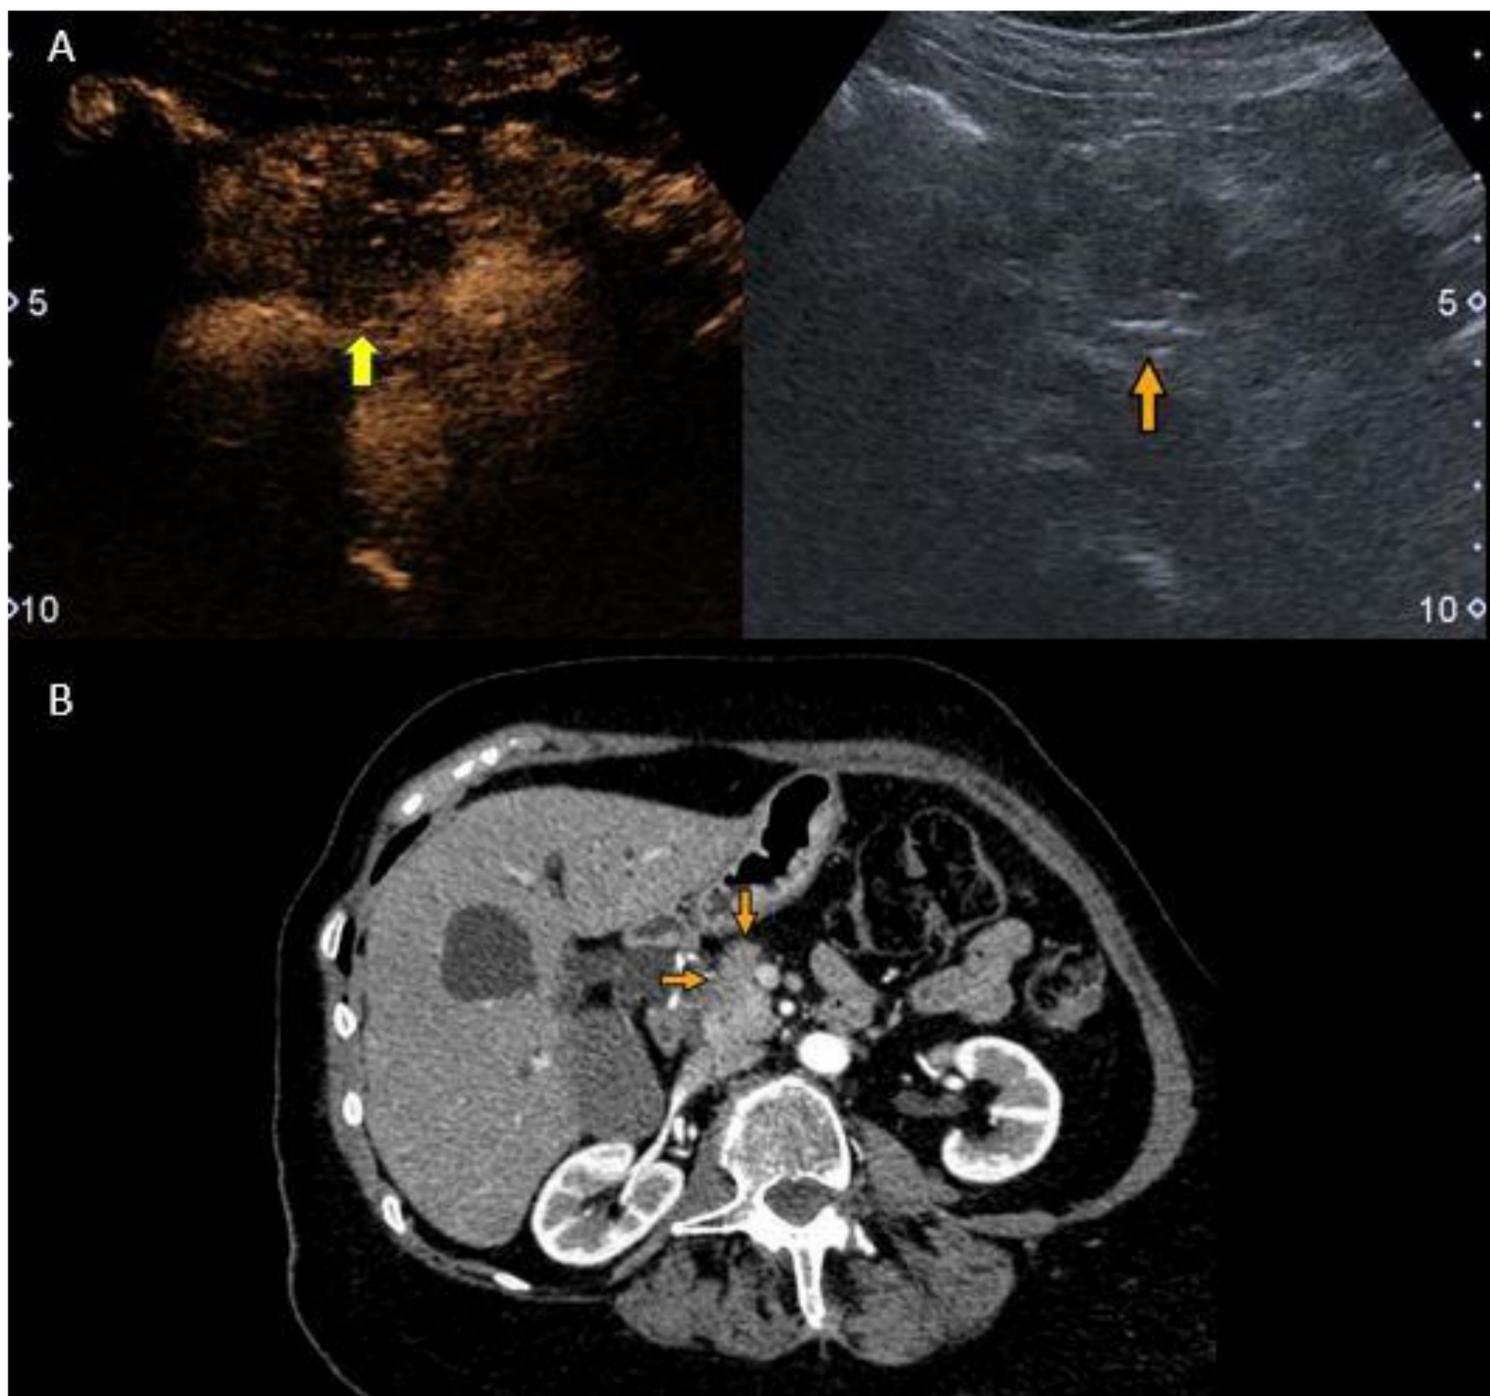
Adenocarcinoma pancreático. Mujer de 73 años con dolor abdominal y que presenta coluria y acolia. A) Masa hipoecoica en cabeza pancreática que provoca dilatación del conducto de Wirsung. Tras la administración de contraste se objetiva hipocaptación de realce. B) TC corte axial en fase venosa. Masa hipodensa en cabeza pancreática que corresponde a adenocarcinoma.
